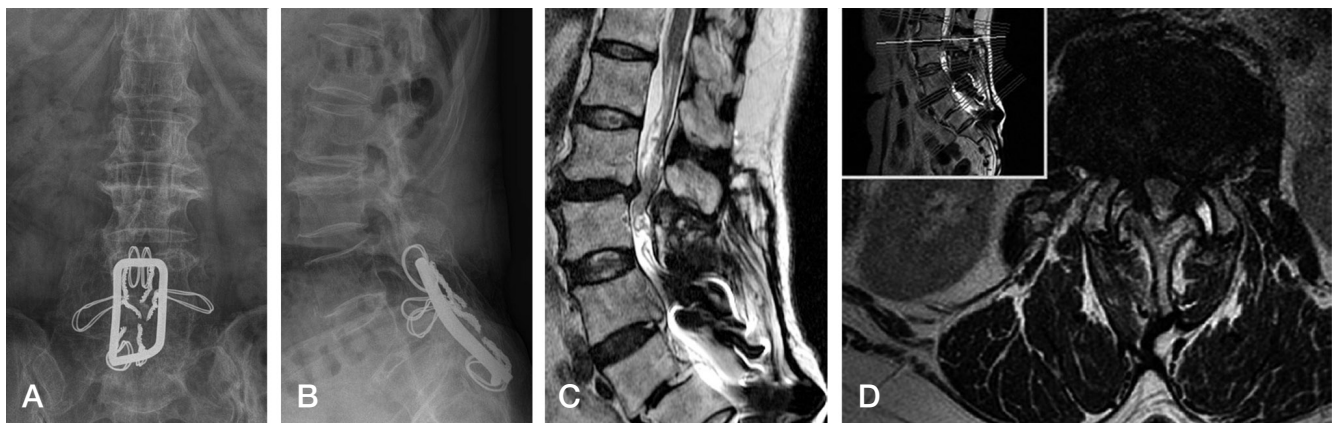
Lumbar spine anteroposterior (A) and lateral (B) radiographs taken at 25 years after operation. There are endplate sclerosis and traction spurs at proximal L2-L3 level. T2 sagittal (C) and axial (D) MRI taken at 25 years after operation show severe spinal stenosis of L2-L3 level and more aggravated than 10 years ago.
